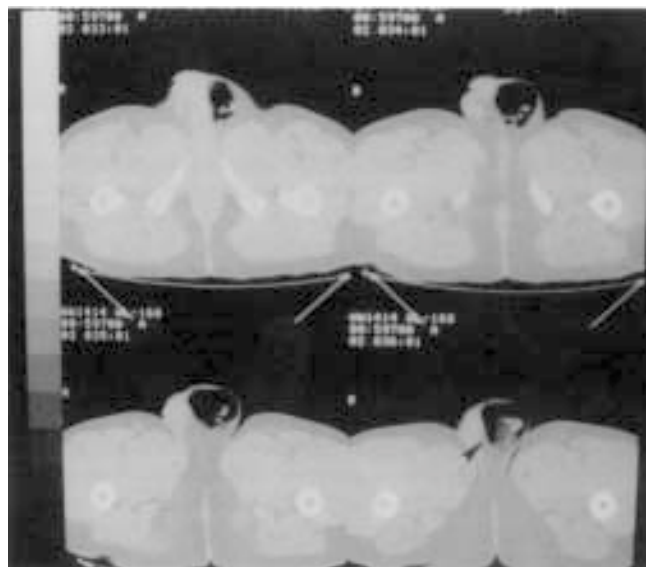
Tomografía con presencia de aire en el escroto (pneumoescroto) (flecha negra).
